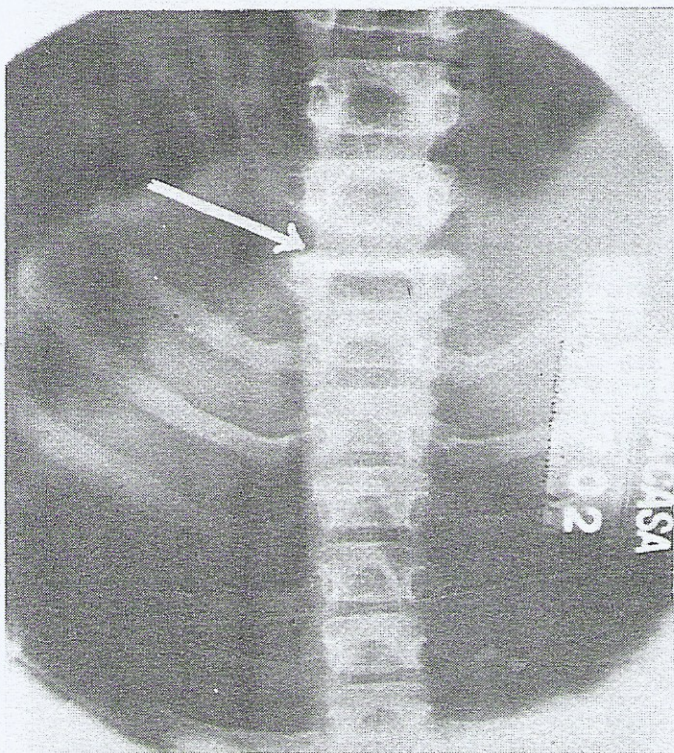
Radiografia da coluna vertebral em caso de granuloma eosinófilo, mostrando a vértebra plana de Calvet, assinalada pela flecha, vista de perfil à esquerda e de frente à direita. (Caso do Dr. José Soares Hungria Filho, chefe da Clínica Ortopédica da Santa Casa de Misericórdia de S. Paulo.)
